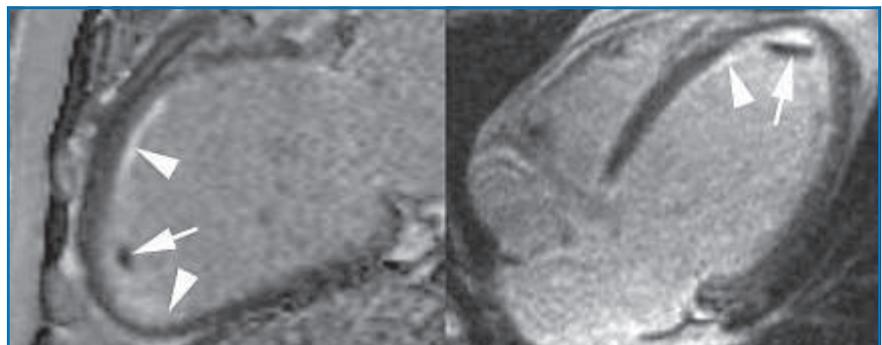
Patient de 32 ans, hospitalisé pour l'exploration d'un OAP. L'IRM met en évidence la présence d'une dilatation majeure des cavités gauche. Les séquences de rehaussements tardifs mettent en évidence la présence d'un rehaussement tardif sous-endocardique diffus, sans répartition vasculaire, qui fait évoquer le diagnostic d'élastofibrose endocardique.
